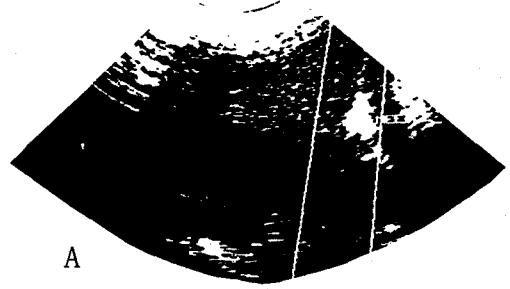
上. 생검침이 실질내에 위치한 간의 초음파상. 下. 간혈관(A), 실질(B), 생검침(C), 담낭(D) 및 커서(E)를 나타내는 간장스캔상의 모식도.
